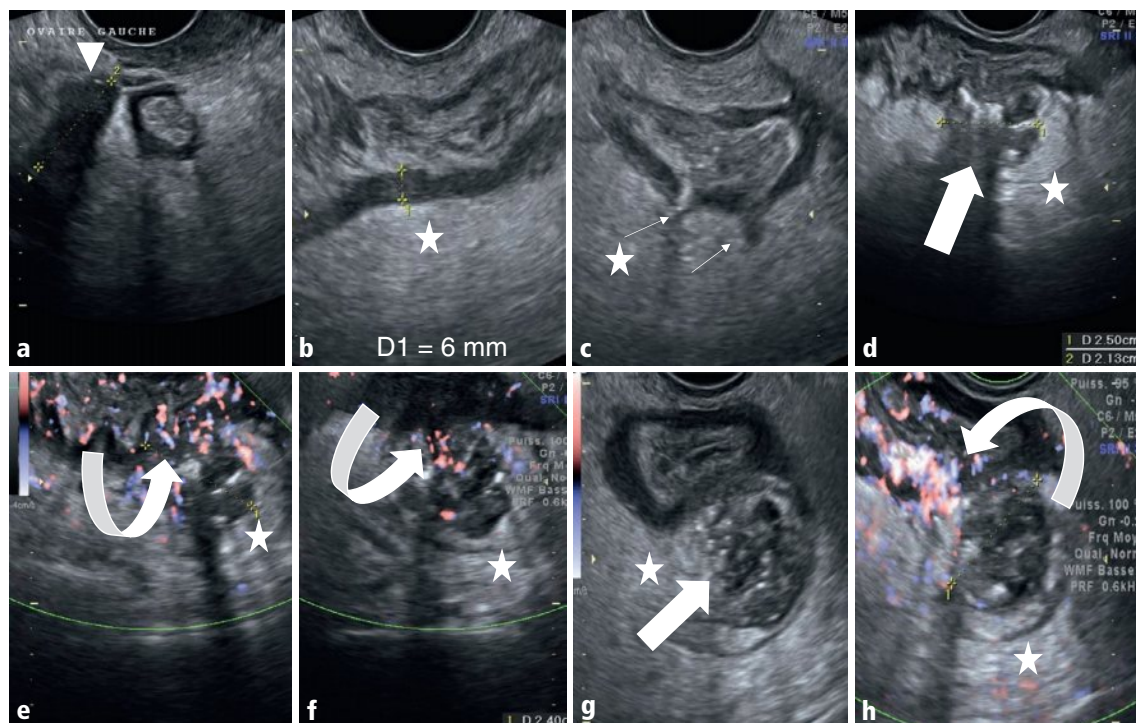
a-h Ovaire gauche normal de 21 mm (flèche triangulaire en a). Épaississement (6 mm) diffus de la musculature du côlon sigmoïde (b), au sein de laquelle existent des diverticules non compliqués (flèches en c). Gros diverticule, de 25 mm, hétérogène, hypoéchogène siège de bulles d'air hyperéchogènes (flèches pleines en d et g) avec hypervascularisation pariétale et péridiverticulaire sigmoïdienne en mode Doppler énergie (flèches courbes en e, f et h). Noter l'hyperéchogénicité diffuse de la graisse péri-sigmoïdienne et péridiverticulaire (étoiles en b-h).
